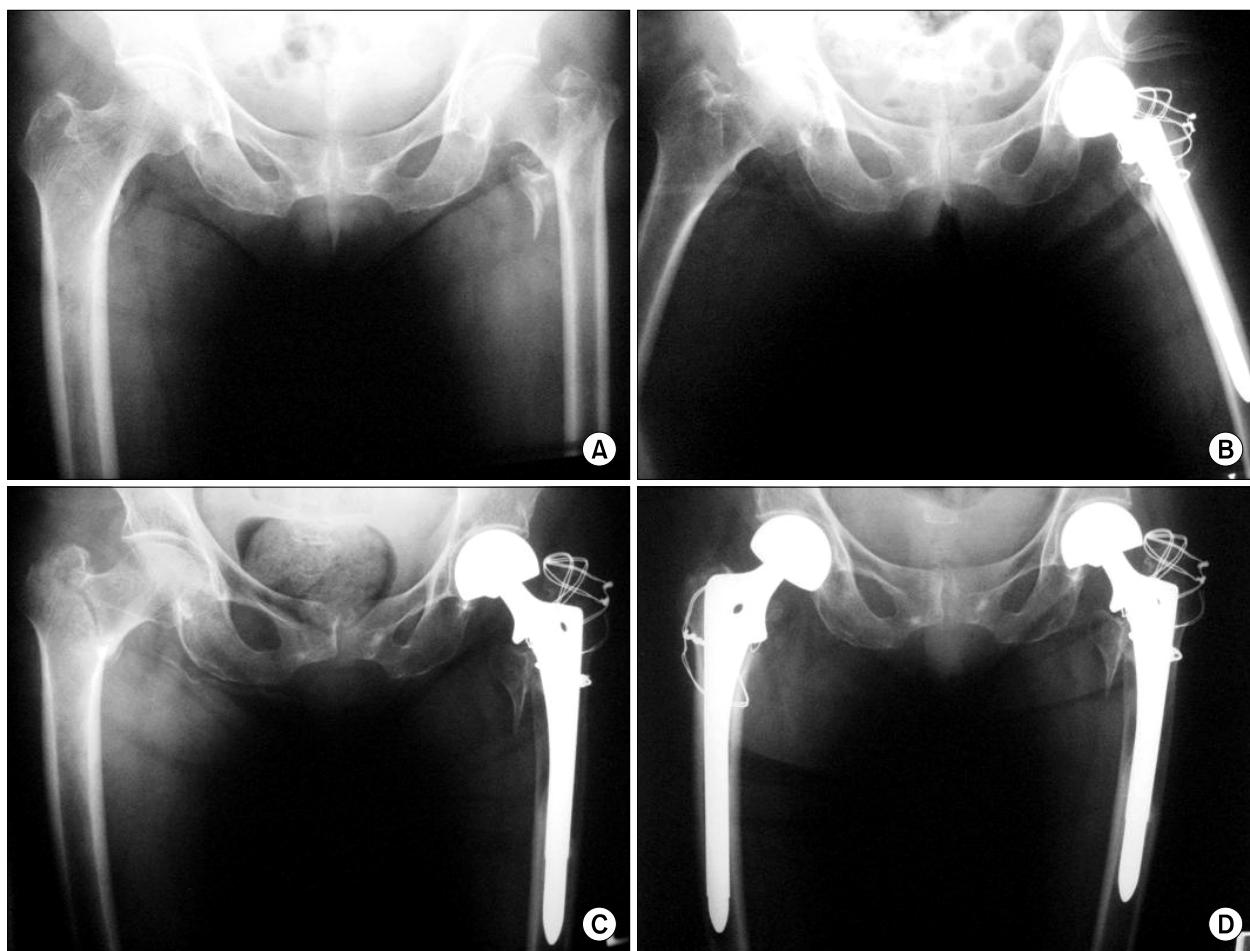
(A) Radiograph shows left femur intertrochanteric fracture in 84 years old woman. (B) Postoperative radiograph shows bipolar hemiarthroplasty using a calcar replacement stem. (C) Radiograph 25 months later shows right femur intertrochanteric fracture. (D) Twenty-two months follow up radiograph shows bipolar hemiarthroplasty using a calcar replacement stem on both side.
